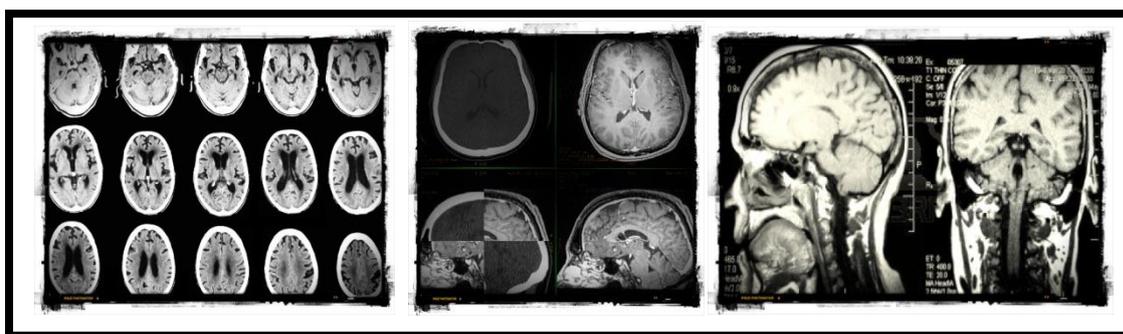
Muestra las imágenes que pueden ser obtenidas en los estudios de imagenología a través de TEP. SPECT Y RMF.
